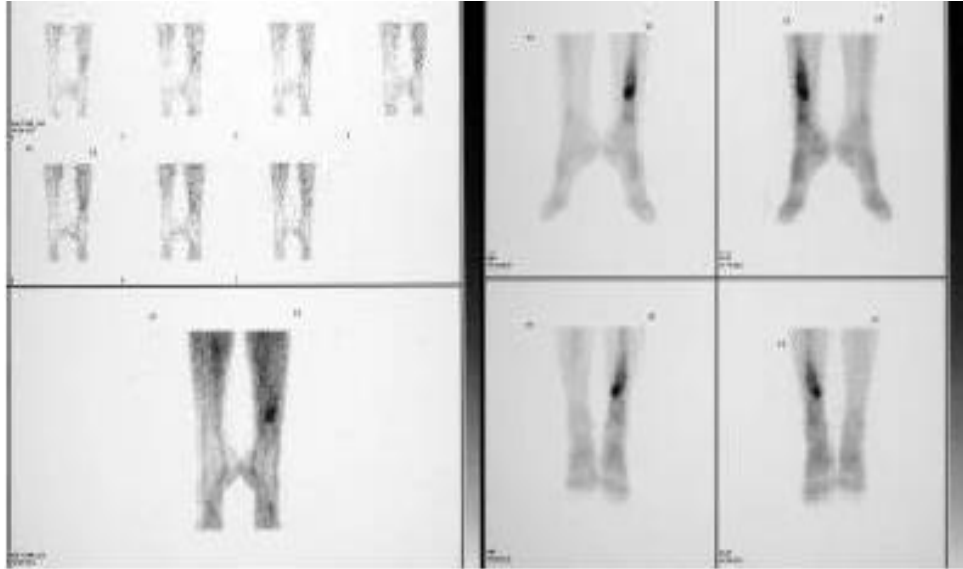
Images de scintigraphie au Méthylène–Disphosphonate marqué au Technétium-99montrant une OMC.[43]
